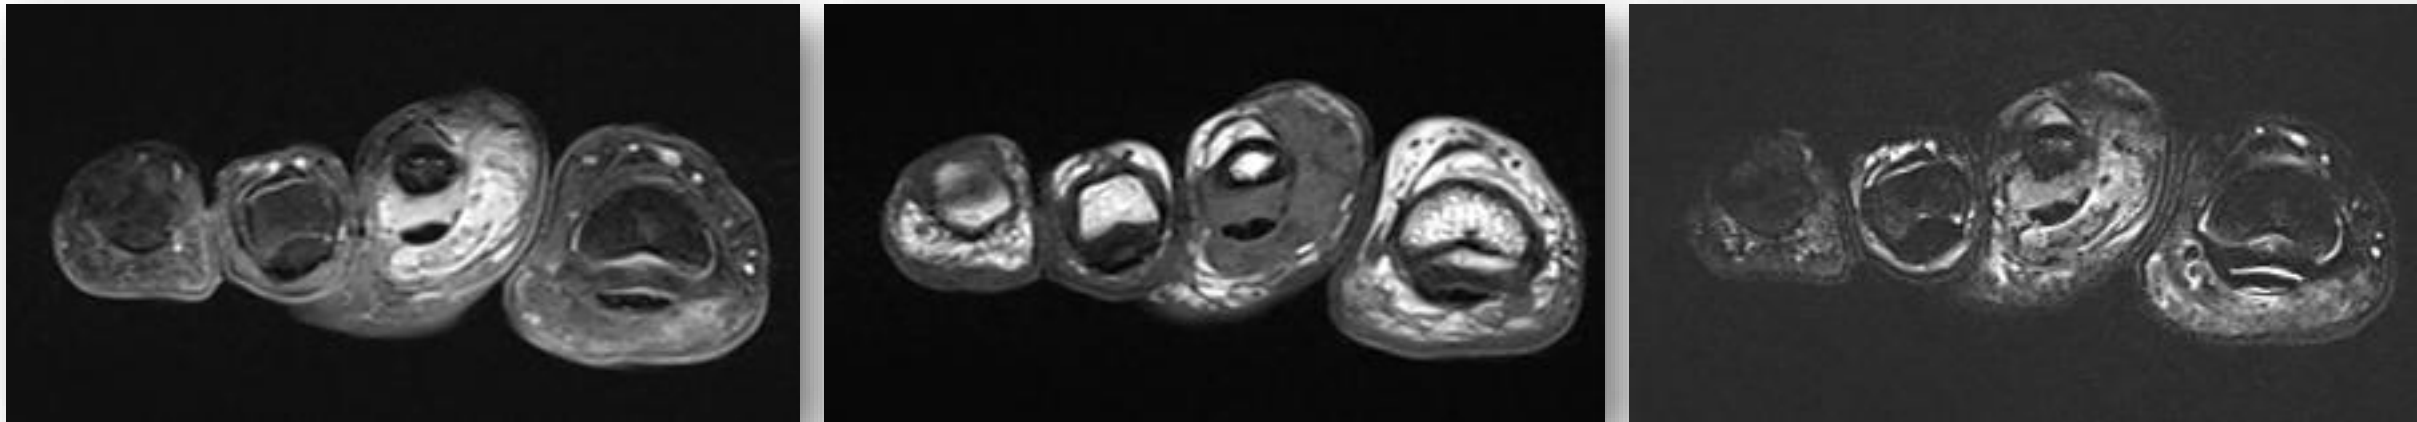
Secuencias de RM en las que podemos observar una lesión de partes blandas en el segundo metatarsiano en íntima relación con el tendón del flexor largo y corto de los dedos. Presenta bordes lobulados, es isointensa en T1, de predominio hipointenso en T2 y con intensa captación de contraste. Esta lesión fue diagnóstica de tumor de células gigantes de la vaina tendinosa.
